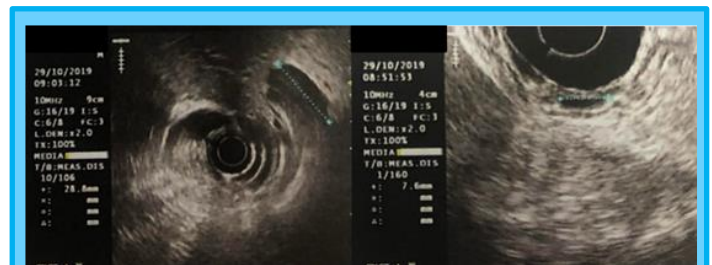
Caso clínico 1 - Ultrasonido Endoscópico
